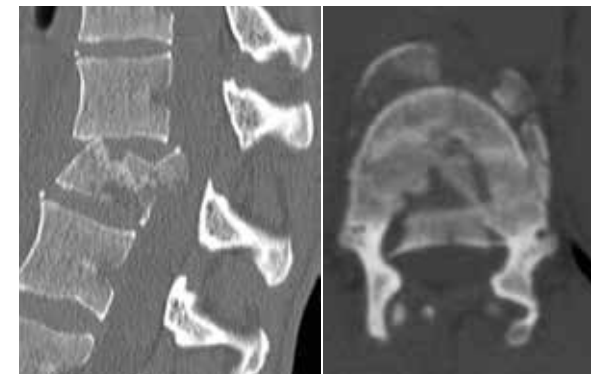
/3: In der Computertomographie Bilanzierung der Fraktur und der Einengung des Spinalkanals.
